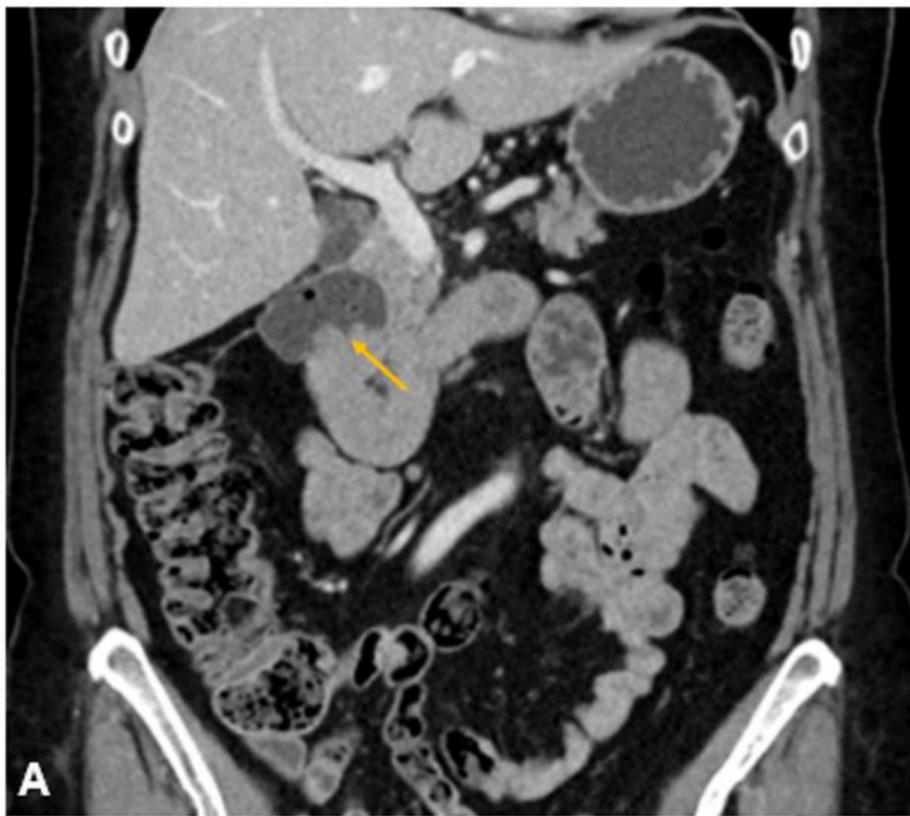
Divertículo duodenal de gran tamaño. Imágenes de TC que muestran una imagen con nivel aire-líquido adyacente a la segunda porción duodenal
